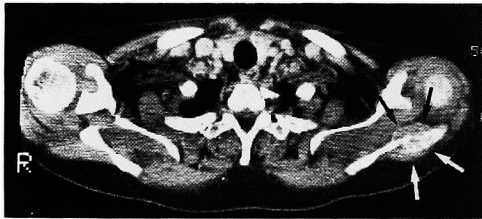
Case 1, CT scan shows metastasis at the scapula.
